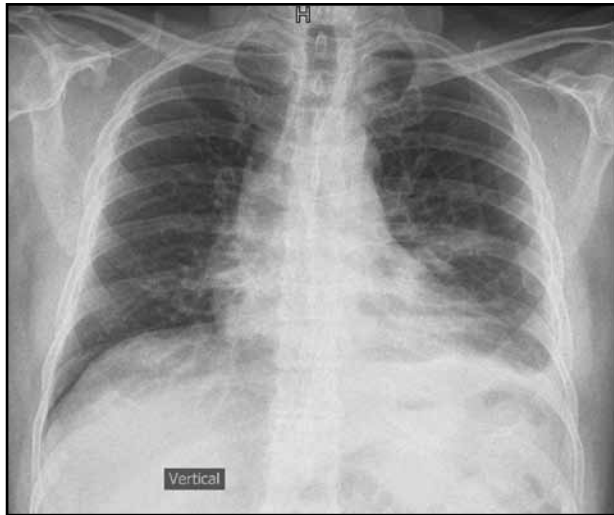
Radiografía de tórax: neumotórax izquierdo.
